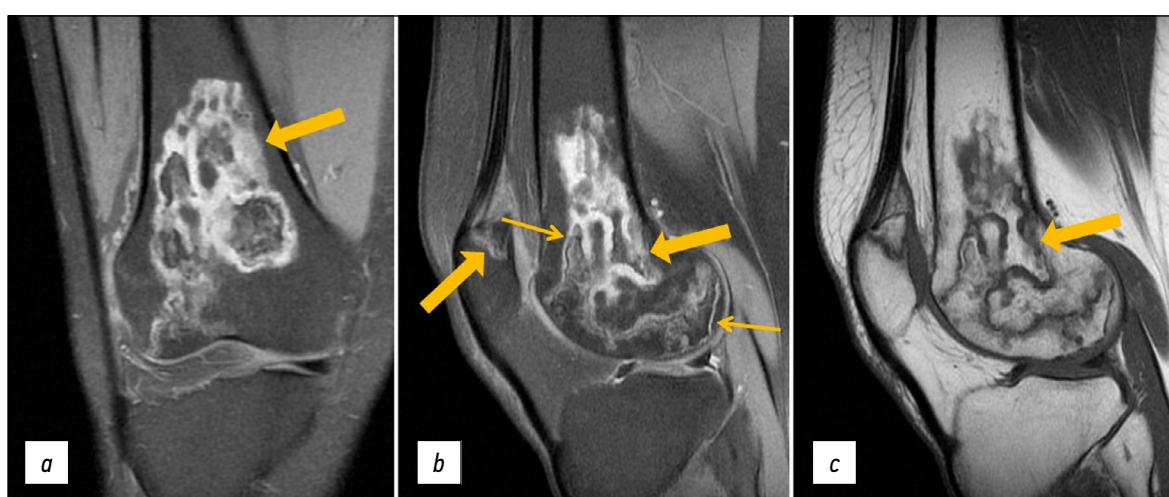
右膝关节的重复磁共振成像：PD-WI在冠状面（a）和矢状面（b）中具有来自脂肪组织的信号抑制，矢状面中的T1-WI（c）。粗箭头表示股骨髁和髌骨的异质、不规则形状（“地理”）MRI信号形式的骨髓水肿区域；细箭头表示PD-WI上内部高信号（肉芽组织）和外部低信号（骨硬化）线形式的“双线”症状。
